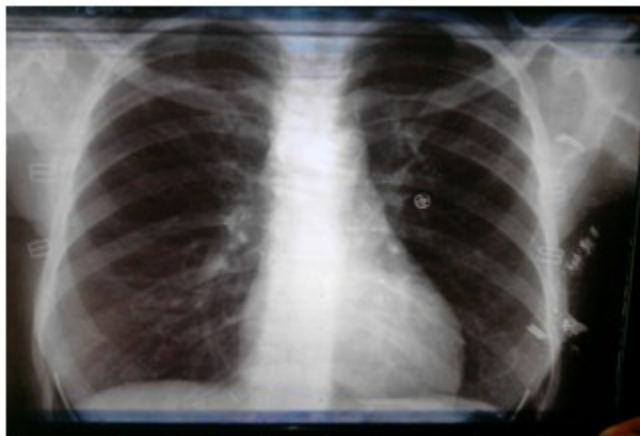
Radiografía de tórax sin alteraciones pleuroparenquimatosas.
